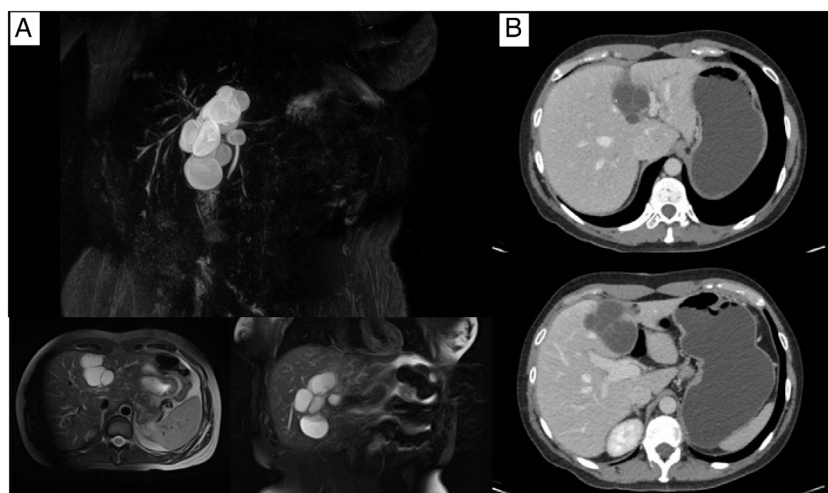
Resonancia magnética (A) y tomografía axial (B) donde se evidenció la lesión sugerente de cistoadenoma biliar en segmento 4 hepático.
